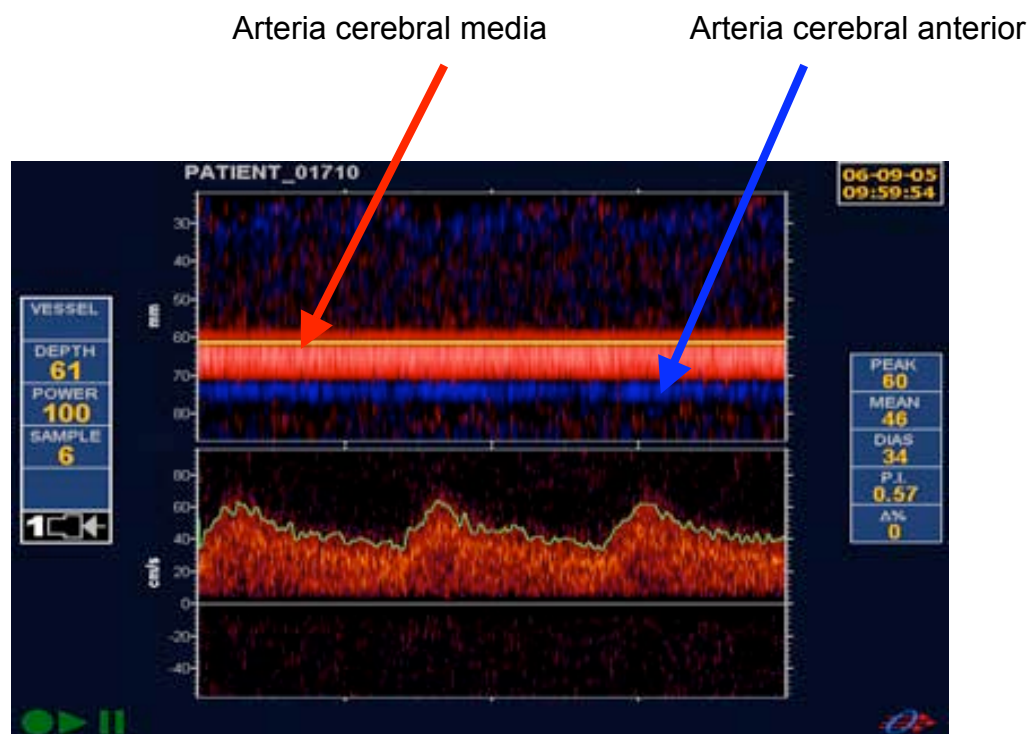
Monitorización con Doppler transcraneal que muestra el segmento M1 de la arteria cerebral media y la arteria cerebral anterior.
